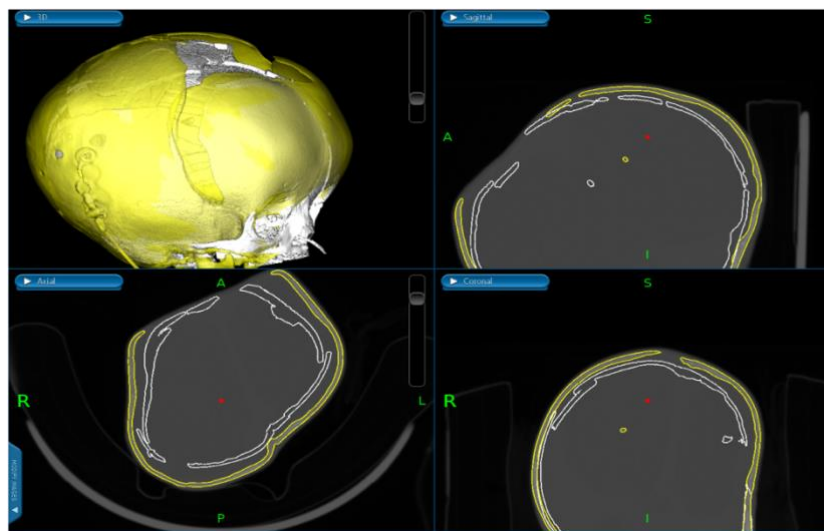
Tomografia Computarizada de comparação entre o pré-operatório (amarelo) e 6 meses de pós-operatório (branco)
